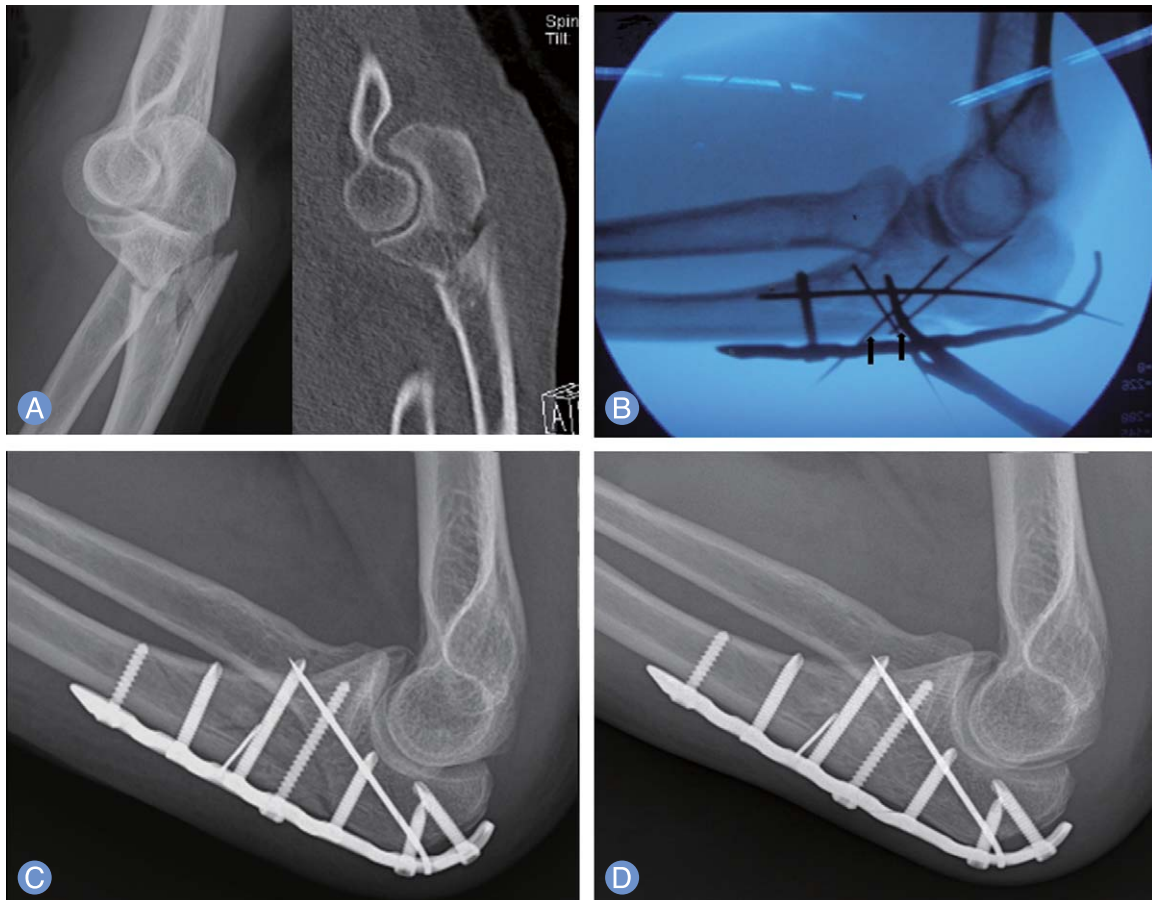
(A) Lateral radiographs and CT of the elbow of a 49-year-old man show a reverse oblique comminuted olecranon fracture resulting from traffic accident. (B) Before plate fixation, the reverse K-wires heading proximally, was fixed temporarily. (C) Immediate postoperative lateral radiograph shows 2 K-wires and plate fixation. (D) At 4 months after surgery, union was achieved.
